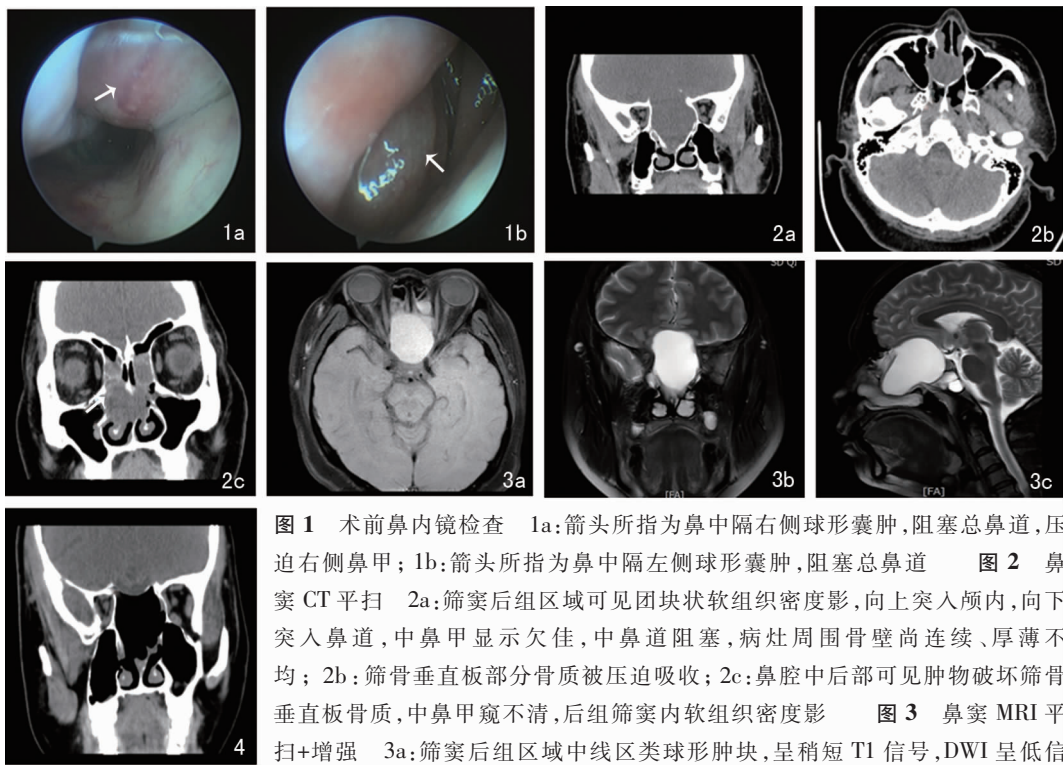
术前鼻内镜检查 1a:箭头所指为鼻中隔右侧球形囊肿,阻塞总鼻道,压迫右侧鼻甲; 1b:箭头所指为鼻中隔左侧球形囊肿,阻塞总鼻道 图2 鼻窦 CT 平扫 2a:筛窦后组区域可见团块状软组织密度影,向上突入颅内,向下突入鼻道,中鼻甲显示欠佳,中鼻道阻塞,病灶周围骨壁尚连续、厚薄不均; 2b:筛骨垂直板部分骨质被压迫吸收; 2c:鼻腔中后部可见肿物破坏筛骨垂直板骨质,中鼻甲窥不清,后组筛窦内软组织密度影 图3 鼻窦 MRI 平扫+增强 3a:筛窦后组区域中线区类球形肿块,呈稍短 T1 信号, DWI 呈低信号,增强扫描边缘见环形强化,病灶推压邻近视交叉及视神经(视神经管段); 3b:筛窦后组区域肿物,呈稍长 T2 信号,病灶来源于鼻腔鼻窦,突入颅内; 3c:肿物上达颅底,下至鼻腔,尚未累及鞍区 图4 术后3个月鼻窦 CT 平扫示肿物突入颅内部分消失,前颅底局部骨质缺损区略有凹陷
